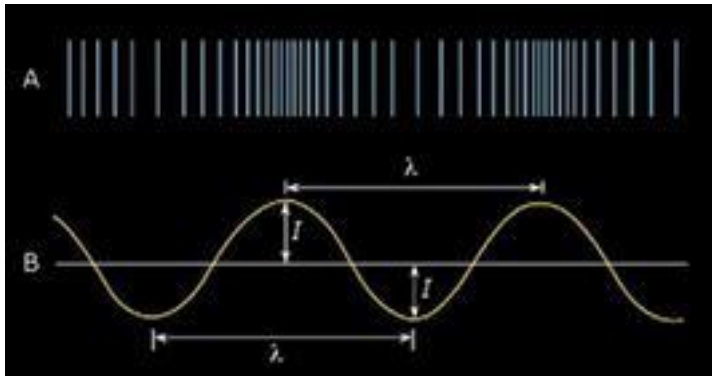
Rappresentazione grafica dell'onda ultrasonora. I : intensità; λ : lunghezza.
